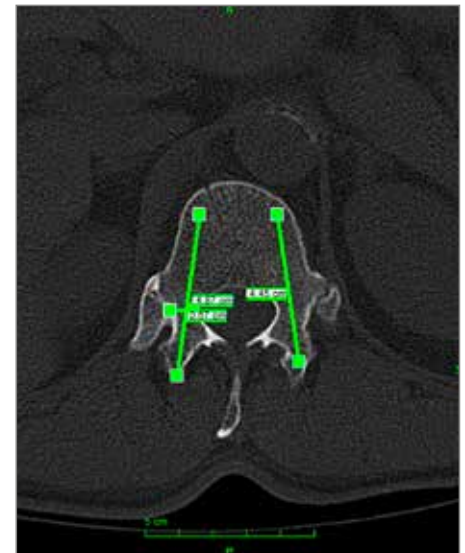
Präoperative Messung im CT
